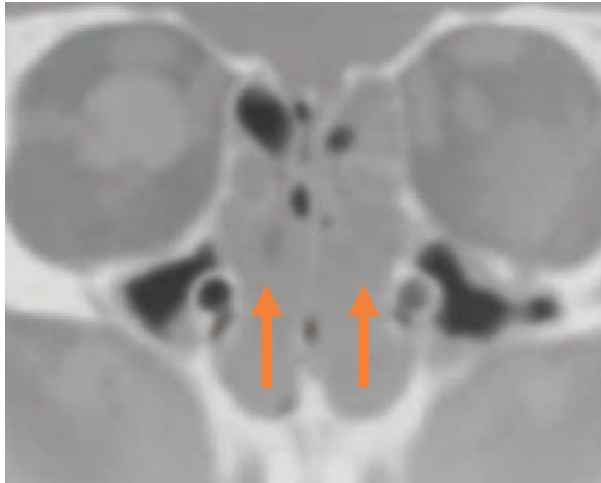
Computertomographie der Nasennebenhöhlen bei ausgeprägter chronischer Rhinosinusitis. Pfeile: Entzündlich veränderte Nasenschleimhaut mit Destruktion knöcherner Strukturen
